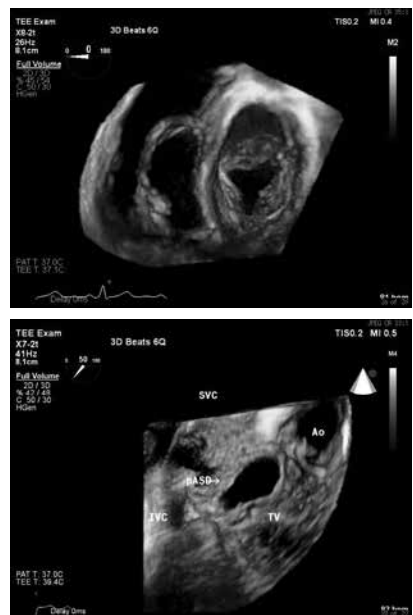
3D 経食道エコー検査画像。心室側から見ると左室房室弁のクレフトがはっきりと描出される (A)、右房側から見ると三尖弁輪に接するように一次孔型心房中隔欠損を認める (B)
